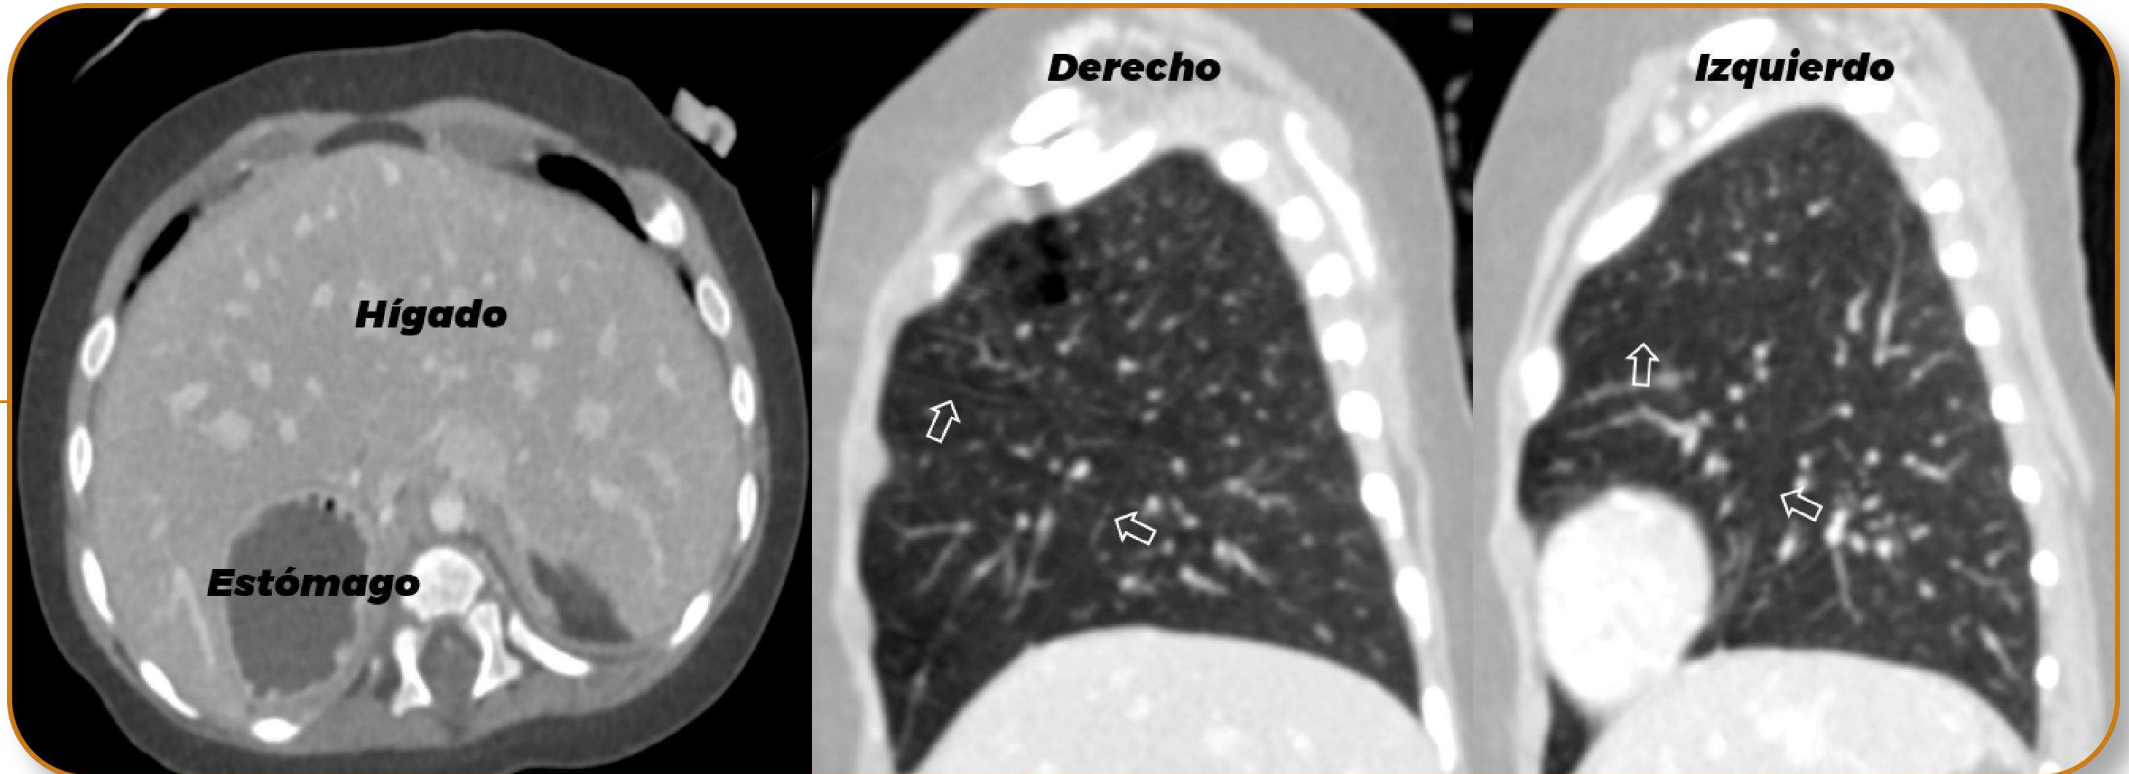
TC cardíaca en plano axial y sagital. Paciente masculino de 8 meses con cardiopatía congénita compleja, situs ambiguo con estómago a la derecha, asplenia y ambos pulmones con morfología derecha (3 cisuras, flechas blancas).
